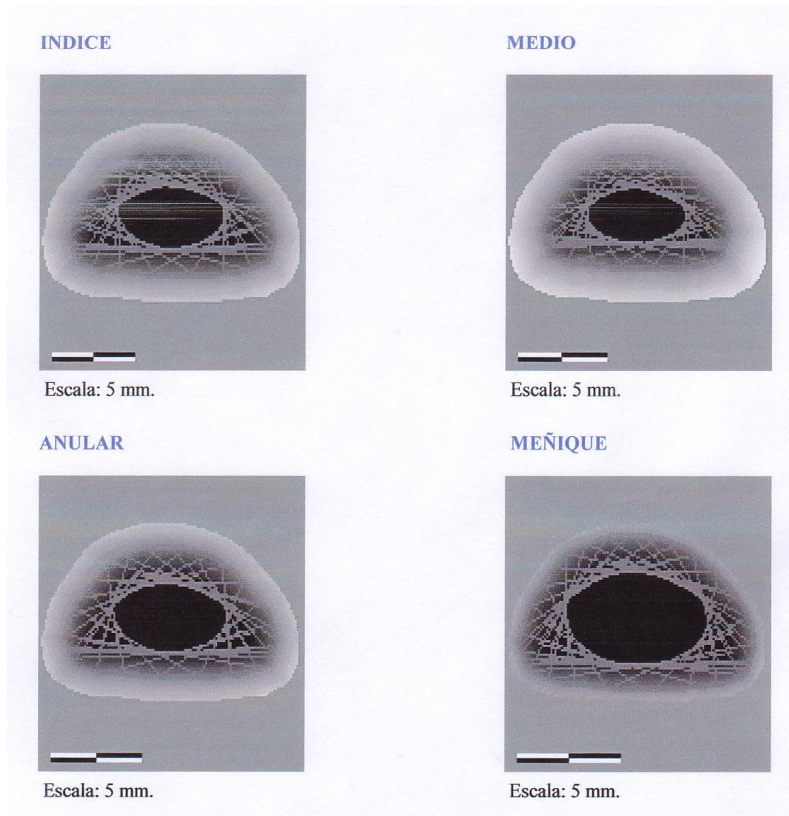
Área cortical estimada mediante ultrasonidos (DBM Sonic Bone Profiler).
